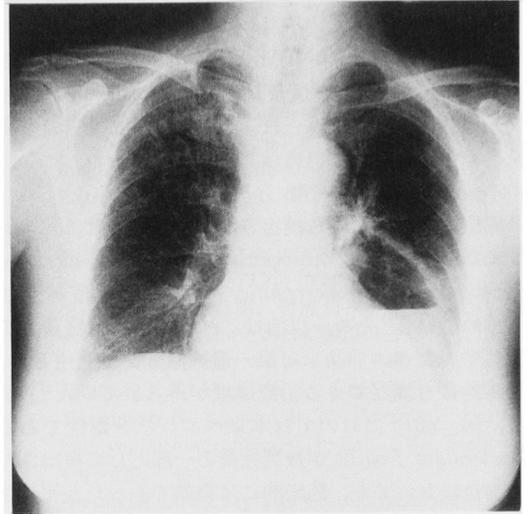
Chest X-ray film of case no. 2 on Dec. 11, 1989.
